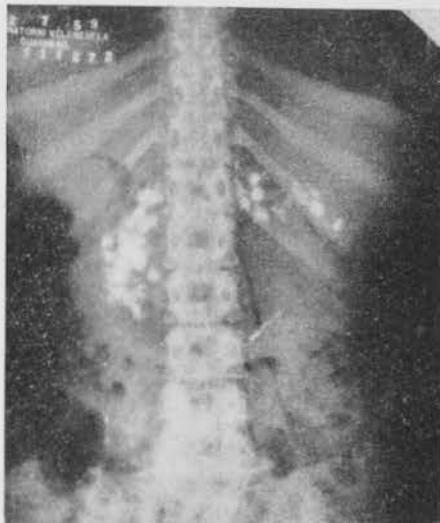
Radiografía antero-posterior con ulceración profunda. Calcificaciones del páncreas.
